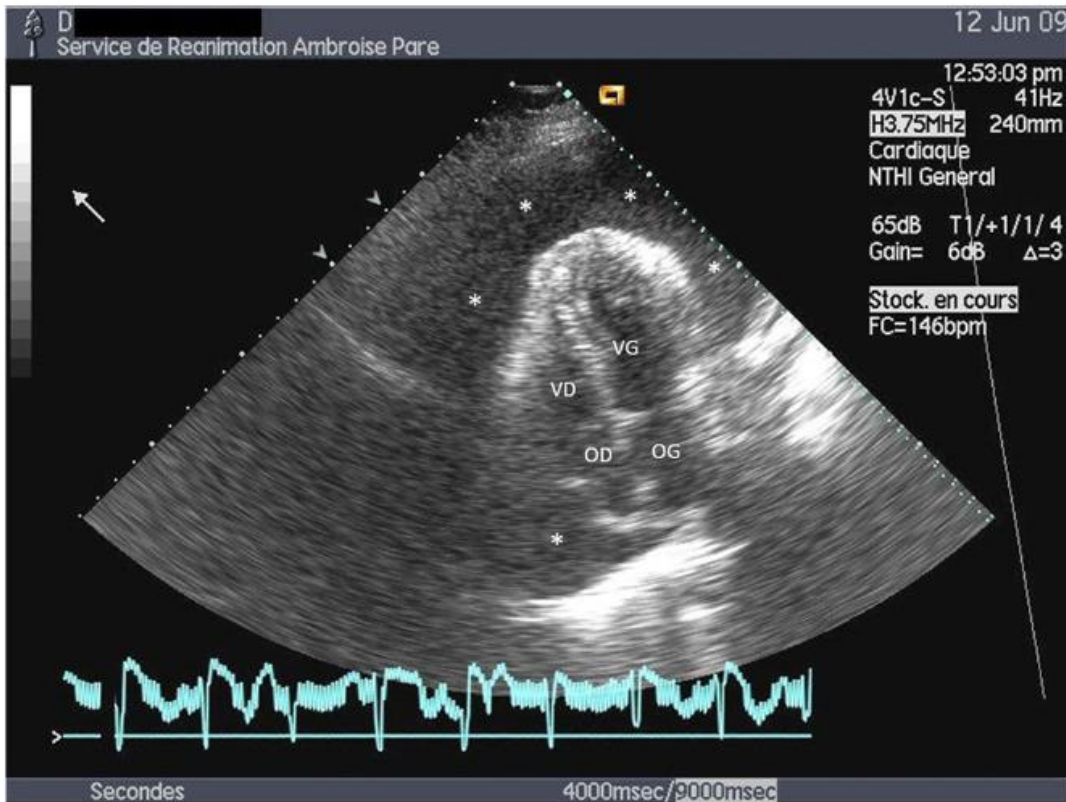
Échocardiographie transthoracique chez un patient hospitalisé pour un état de choc. La vue apicale 4 cavités permet de visualiser un épanchement péricardique de grande abondance (*), représenté par un signal vide d'échos à l'origine d'une compression des 4 cavités cardiaques. VD : ventricule droit ; OD : oreillette droite ; VG : ventricule gauche ; OG : oreillette gauche
